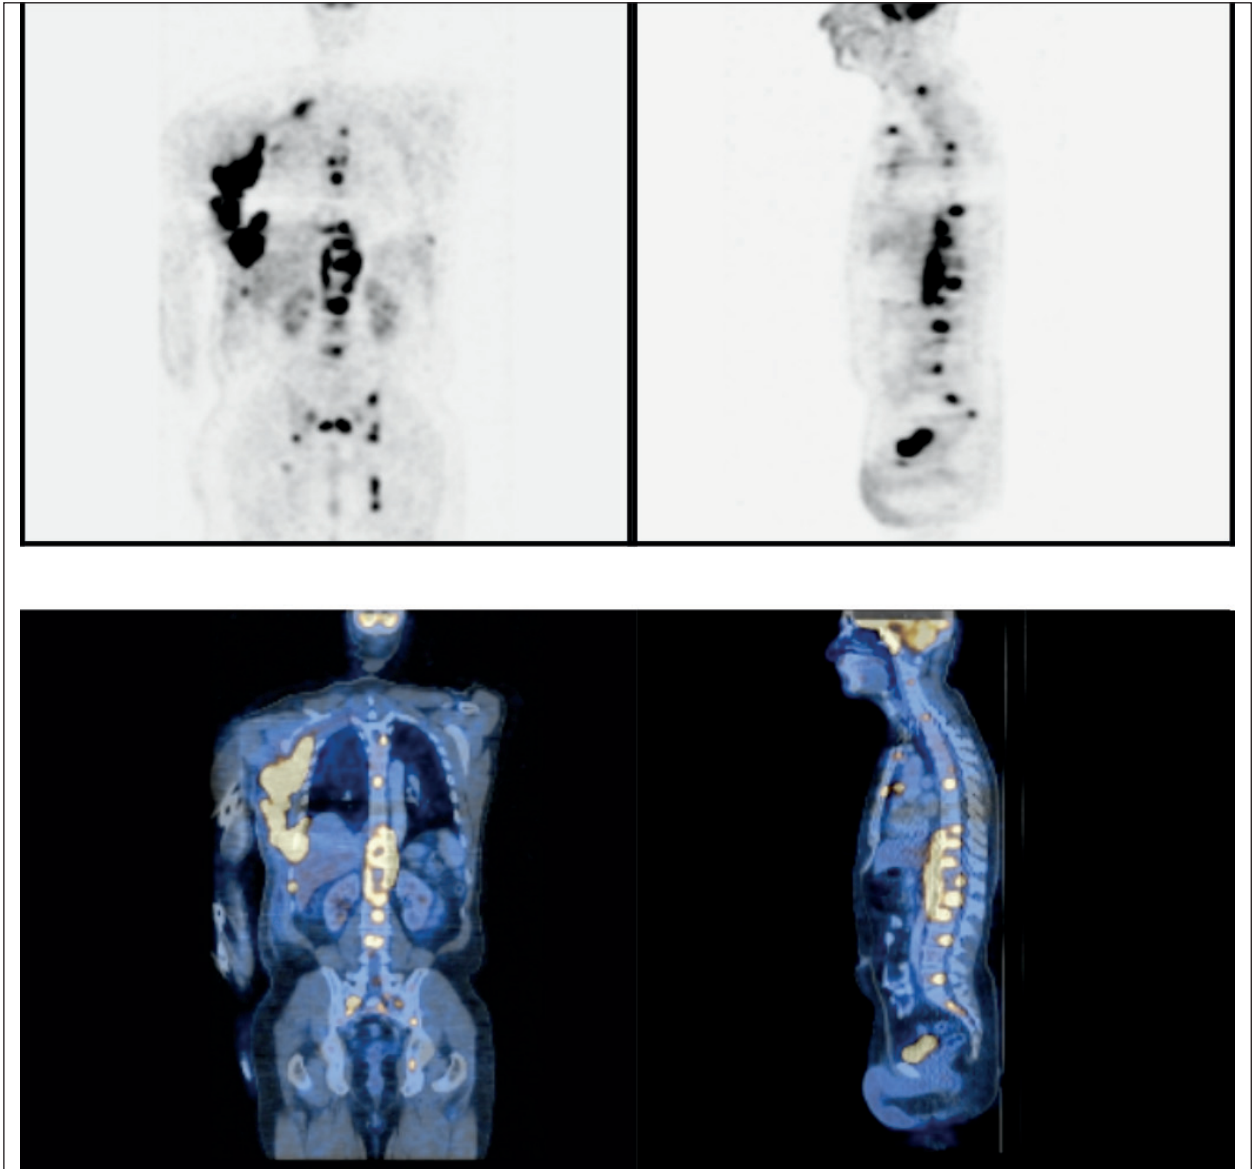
Se aprecia una voluminosa formación hipermetabólica en la región axilar derecha en íntimo contacto con los planos profundos de la musculatura de la cintura escapular. Presenta un SUV máximo de 30.7. En su región caudal se identifican imágenes ovoideas hipodensas que podrían corresponder a áreas de necrosis.
